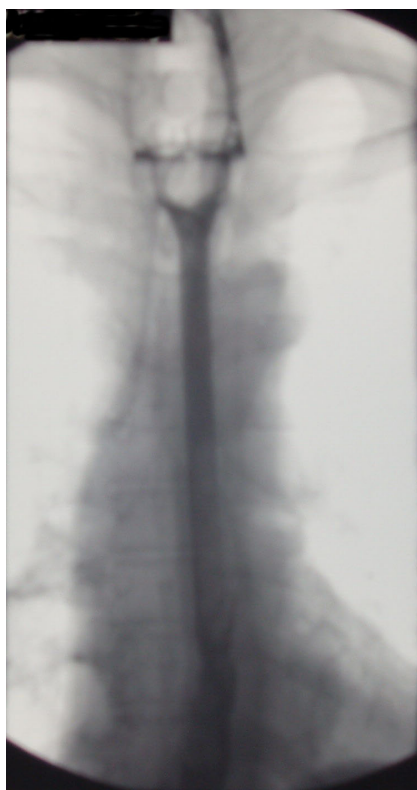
Рентгеноскопия пищевода до стентирования.
